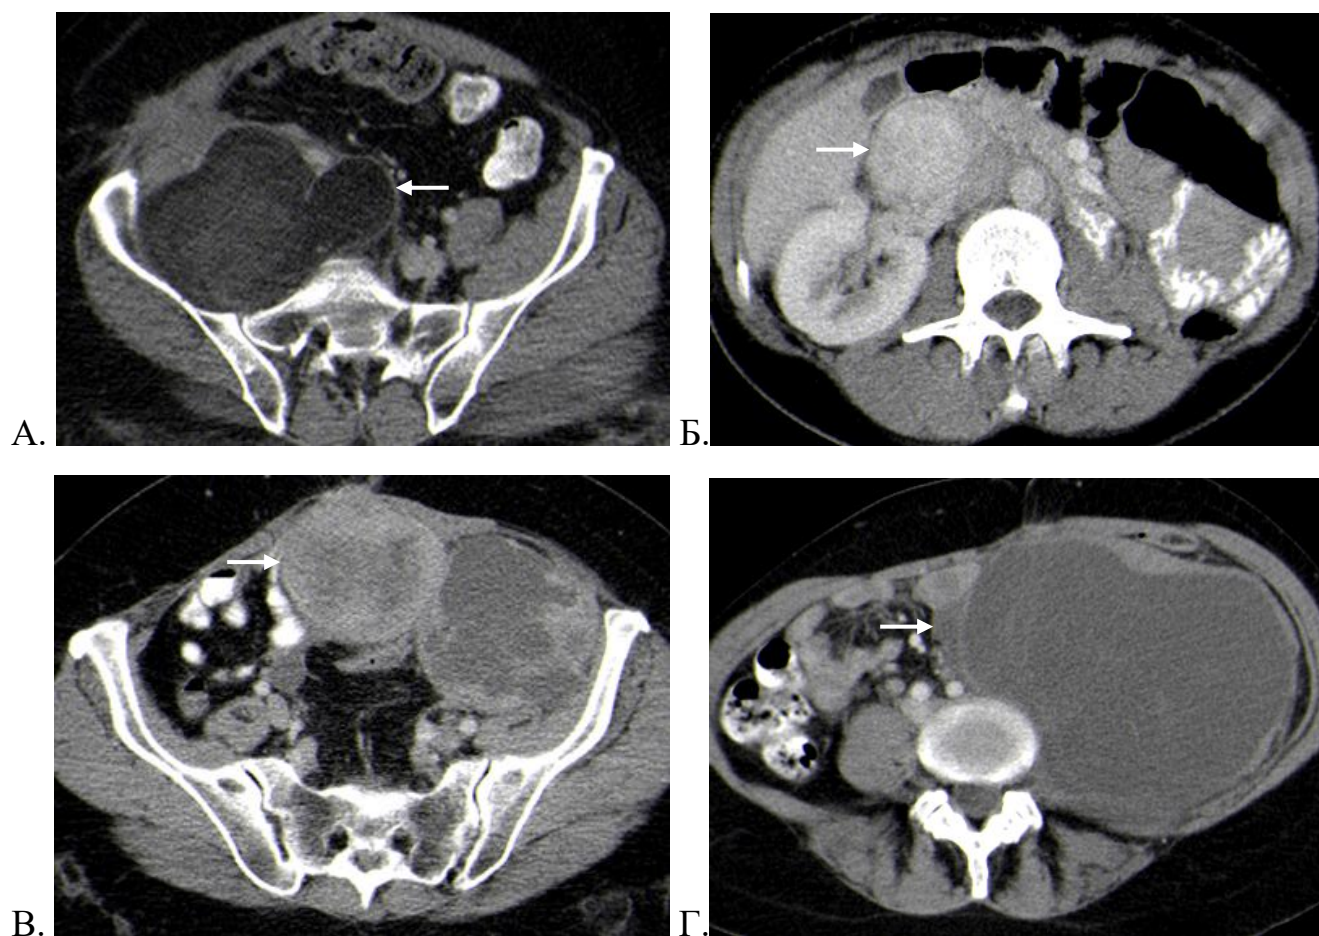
Аксиальные рентгеновские компьютерные томограммы абдоминальной области (венозная фаза): А – рецидив ВЛС; Б – рецидив ДЛС; В – рецидив МЛС; Г – рецидив ПЛС
